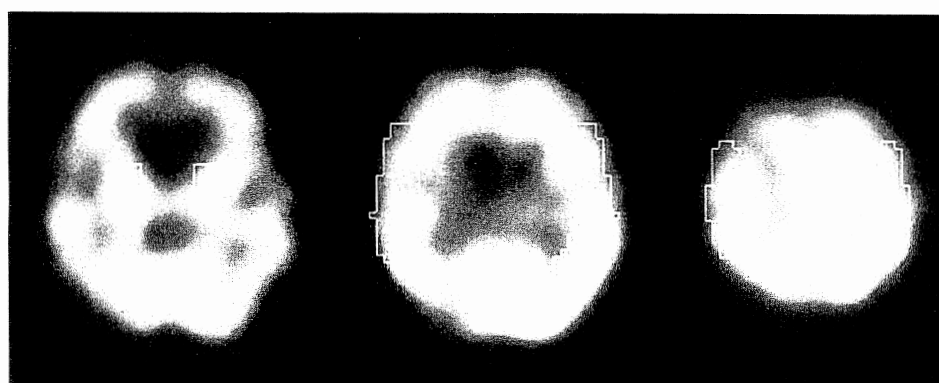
The quantitative measurement of rCBF. ROIs were selected in 3 slices of SPECT (basal ganglia, body of lateral ventricle and centrum semiovale).
